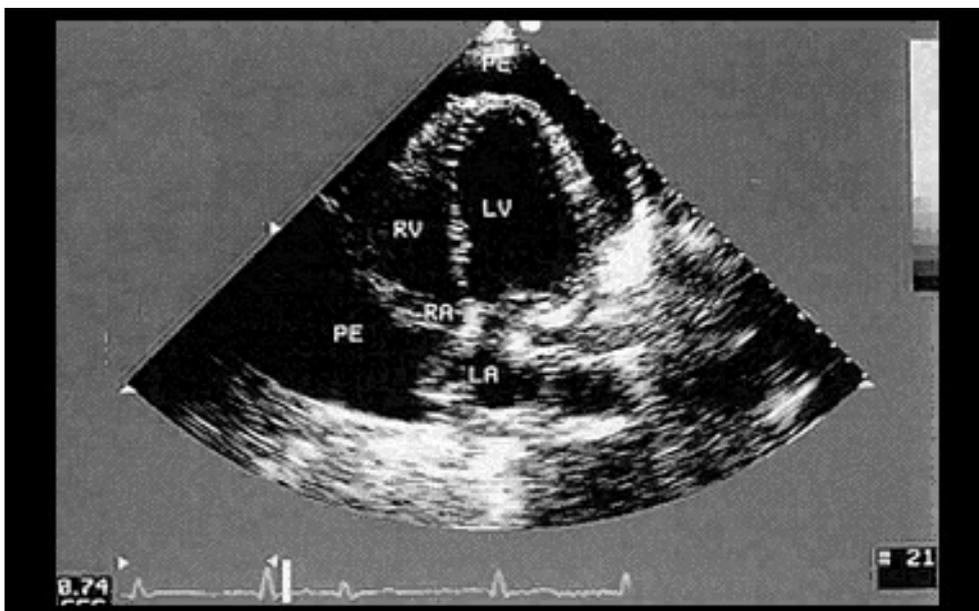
Echocardiographie en tamponnade cardiaque: compression de l'atrium droit par l'effusion péricardique
